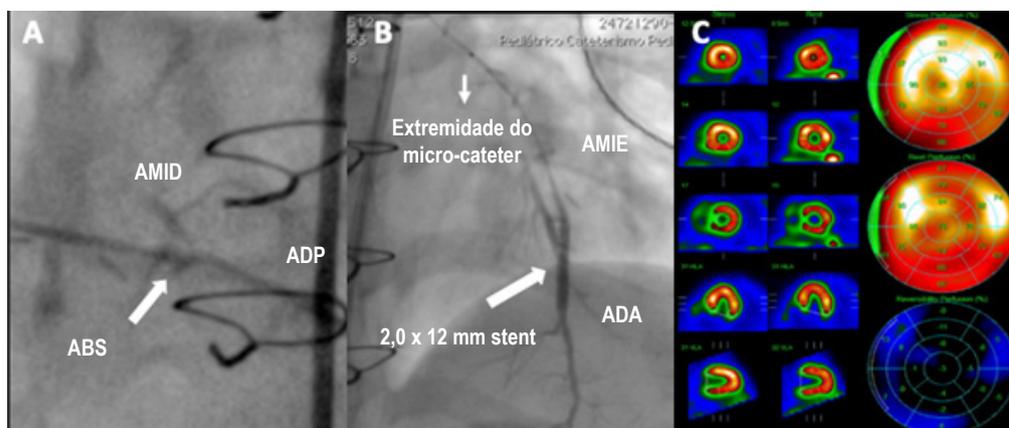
Resultados pós-procedimento. A) ABS para AMID-ADP; B) Stent para AMIE-ADA; C) SPECT de seguimento mostrando leve defeito de perfusão.
